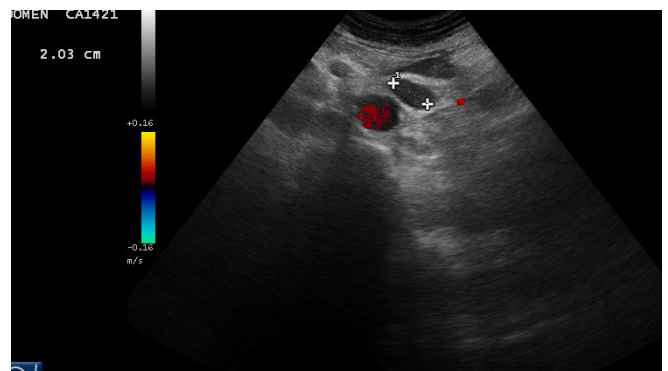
Adenopatía retroperitoneal, sin vascularización mediante doppler.
